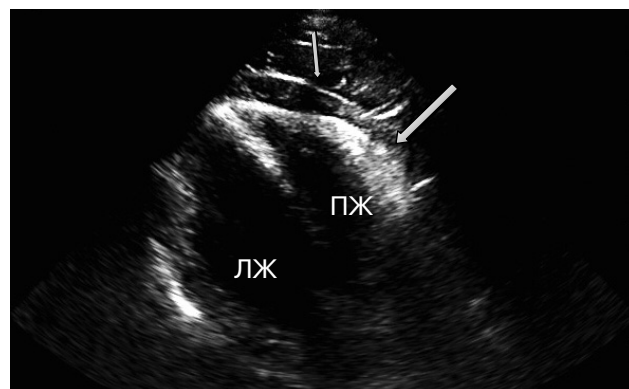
Трансторакальная эхокардиография больного П., 2013 г. Парастеральная позиция по длинной оси ЛЖ. Отмечается утолщение свободной стенки ПЖ до 13 мм (указано длинной стрелкой) и сепарация листков перикарда за ПЖ до 15 мм за счет жировых масс (указано короткой стрелкой).
